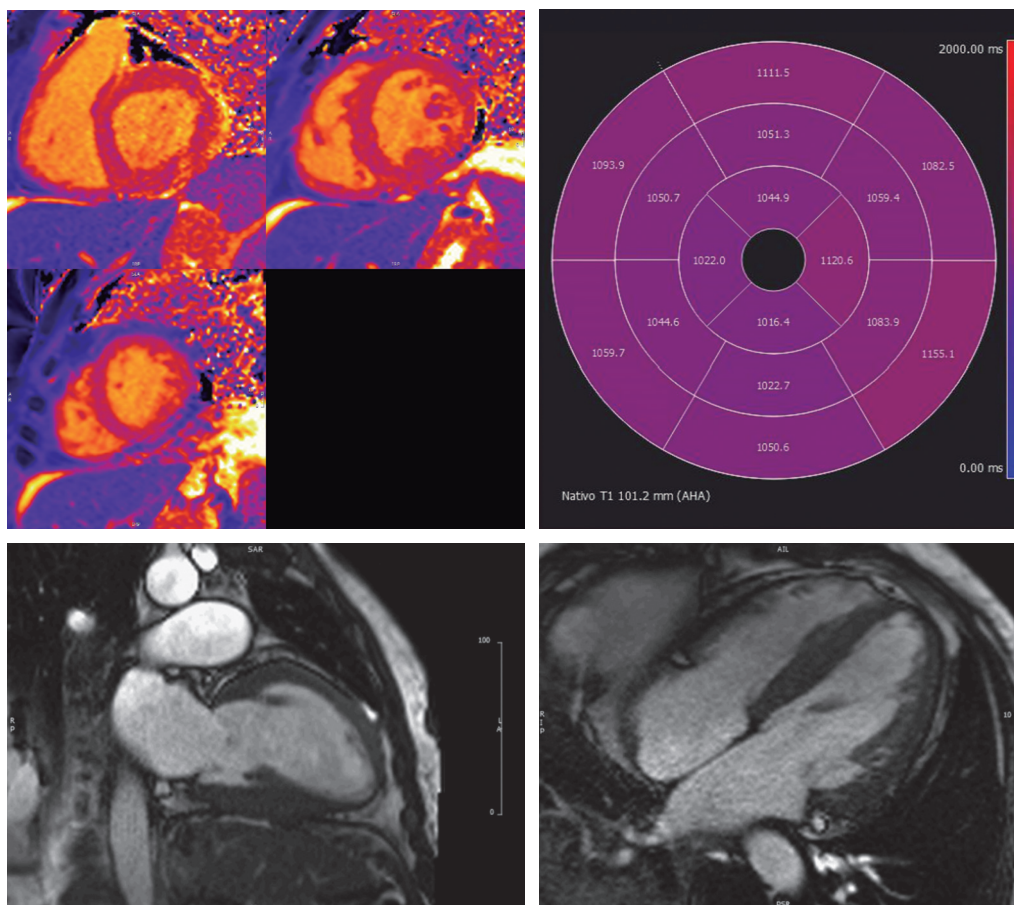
Cardiac Magnetic Resonance of March 2021.
